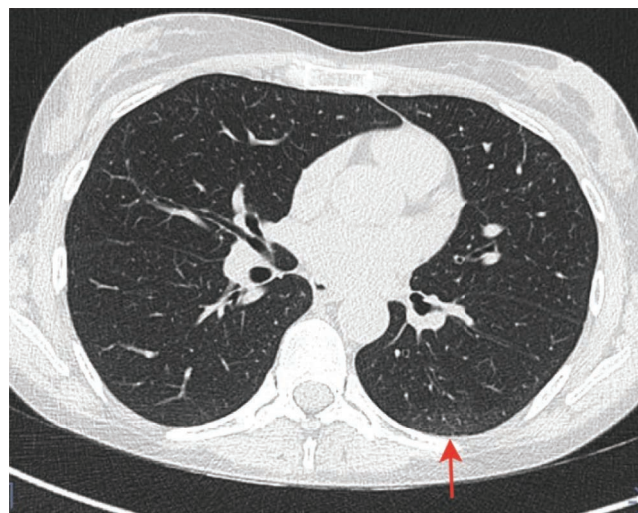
МСКТ легких пациентки Г., август 2021 г. Уменьшение степени выраженности субплеврально расположенных интерстициальных изменений по типу «матового стекла» в нижней доле левого легкого с формированием на этом фоне немногочисленных фиброзных очагов (стрелка)
